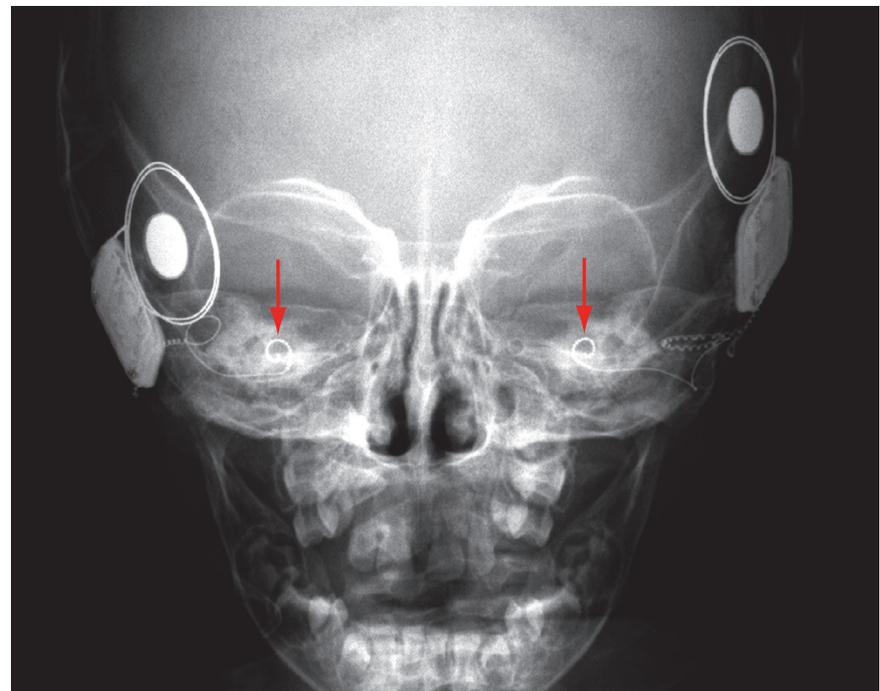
Röntgenaufnahme des Schädels eines bilateral mit Cochlea Implantaten versorgten Kindes. Die Pfeile markieren die Lage der Elektrodenträger in beiden Hörschnecken.
